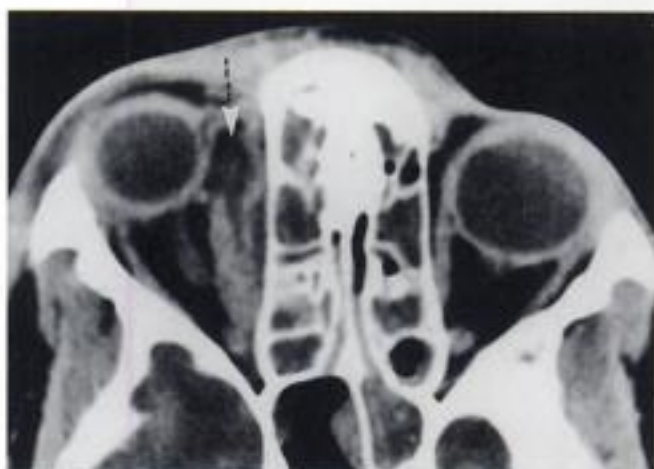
Abscès sous-périosté. Enfant 12 ans; exophtalmie inflammatoire droite. TDM : abcès sous-périosté, hypodense au centre, refoulant le globe oculaire (flèche); infiltration inflammatoire et œdémateuse du muscle droit médial; comblement inflammatoire de l'espace sous-périosté et des cellules ethmoïdales.
